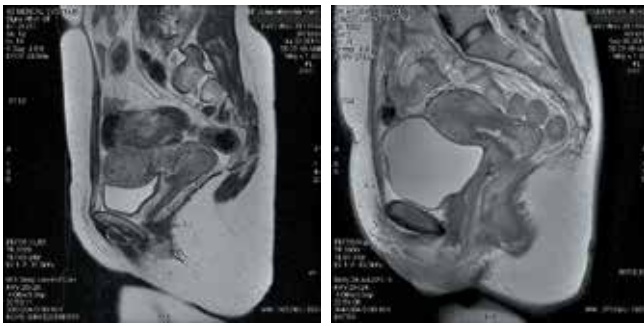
Пациентка В., 40 лет. Диагноз: рак шейки матки IIb стадии. Магнитно-резонансная томография малого таза в сагиттальной и аксиальной проекциях. Состояние до лечения: определяется объемное опухолевое образование шейки матки с переходом на ребро матки
